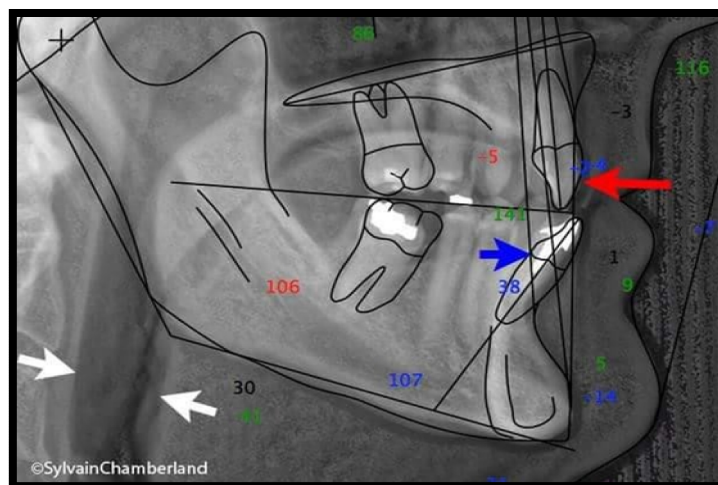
téléradiographie de face montre l'effet de OAM sur les arcades et les structures squelettiques
